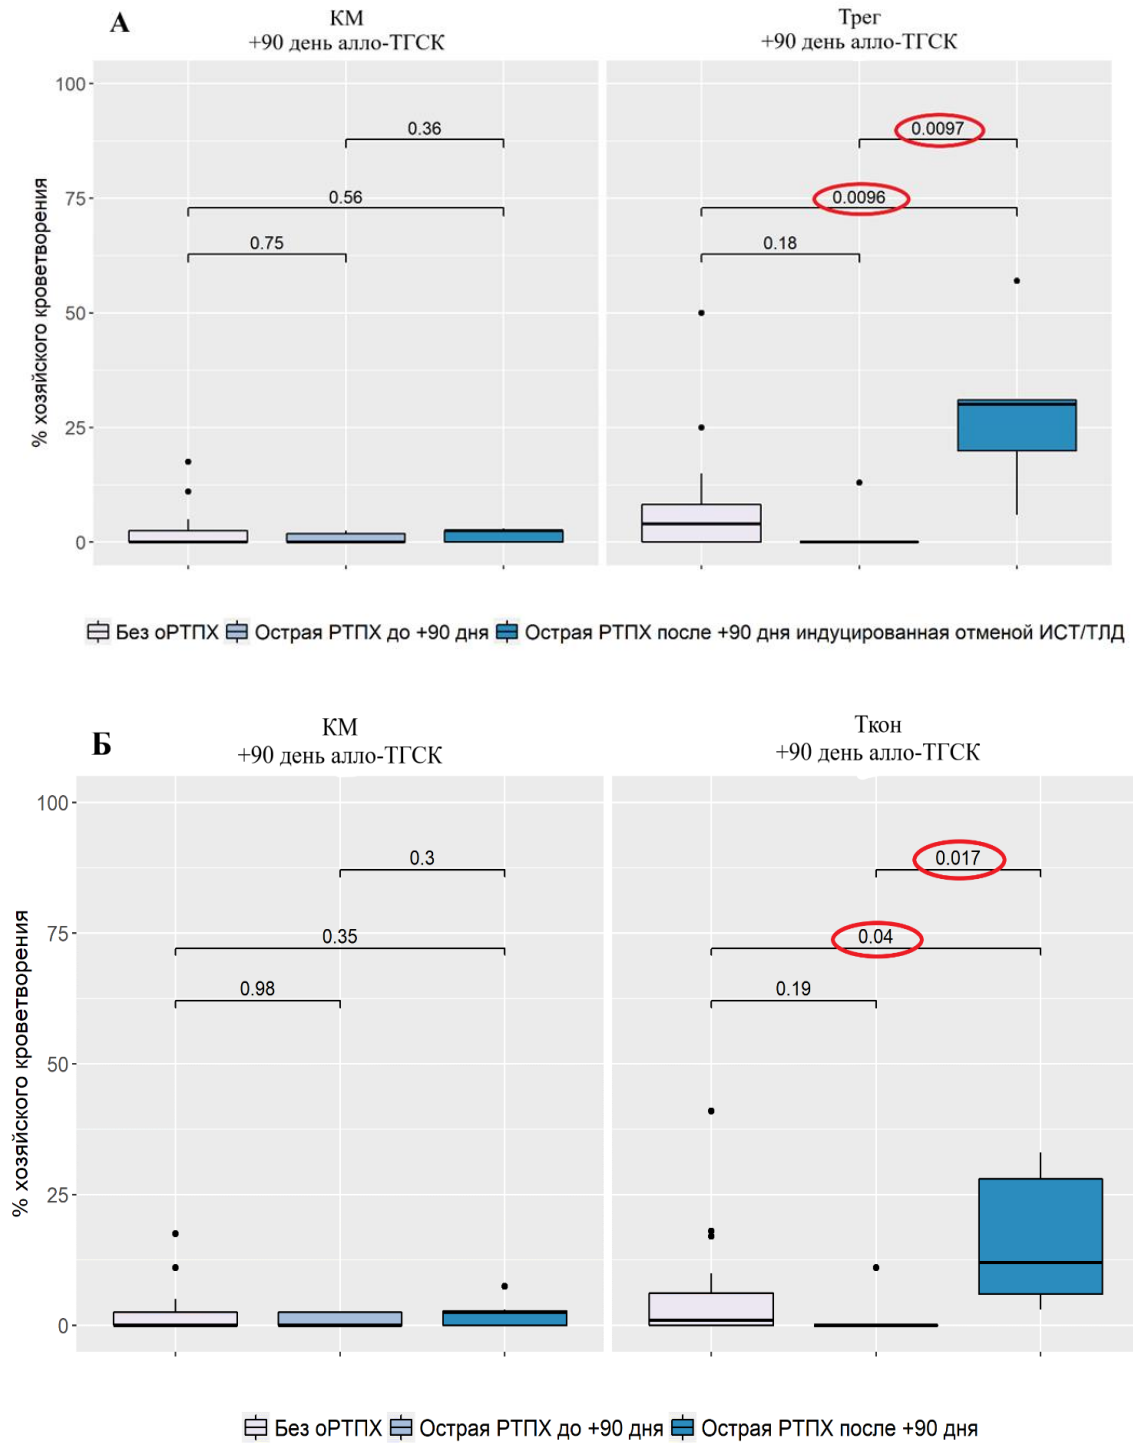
Химеризм в пунктате костного мозга и среди Т-кон, Т-рег периферической крови в зависимости от развития индуцированной оРТПХ, ассоциированной с отменой иммуносупрессивной терапии/трансфузии лимфоцитов донора. А – химеризм на сроке +90 день алло-ТГСК в костном мозге, Т-рег. Б – химеризм на сроке +90 день алло-ТГСК в костном мозге, Т-кон.
